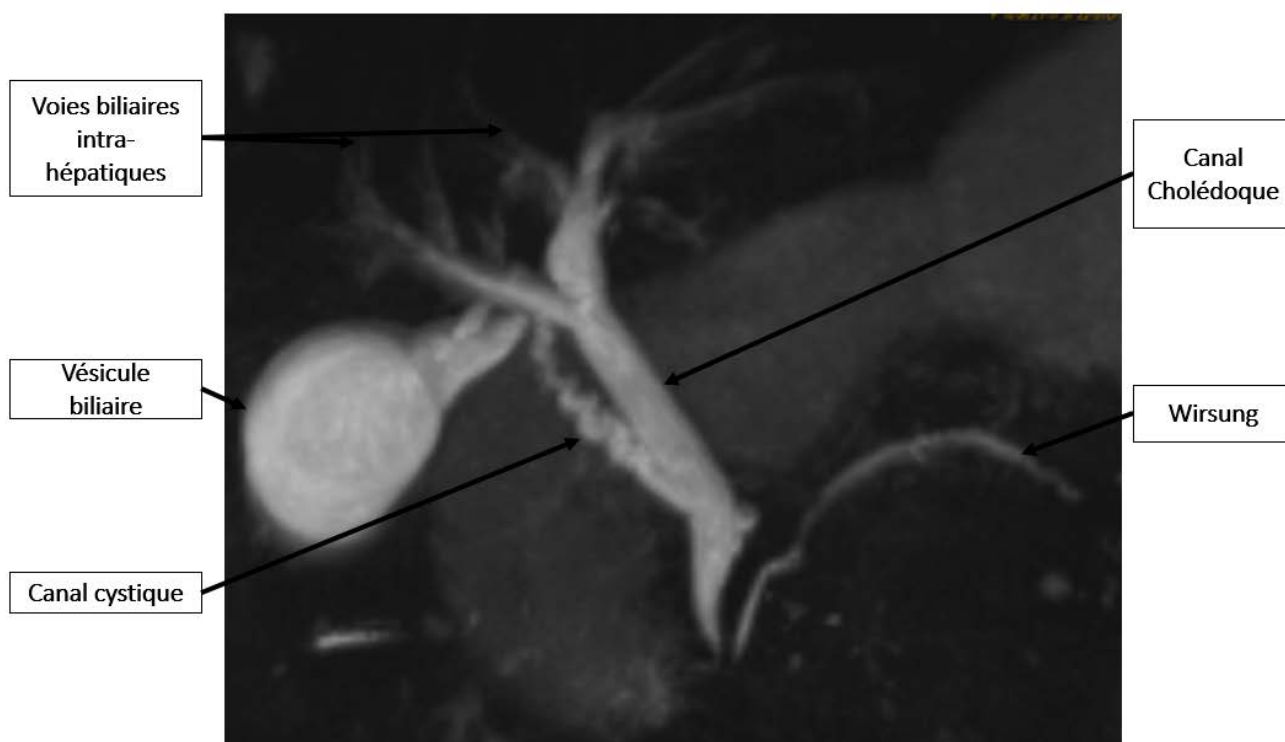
IRM abdominale en coupe axiale en séquence T2.
